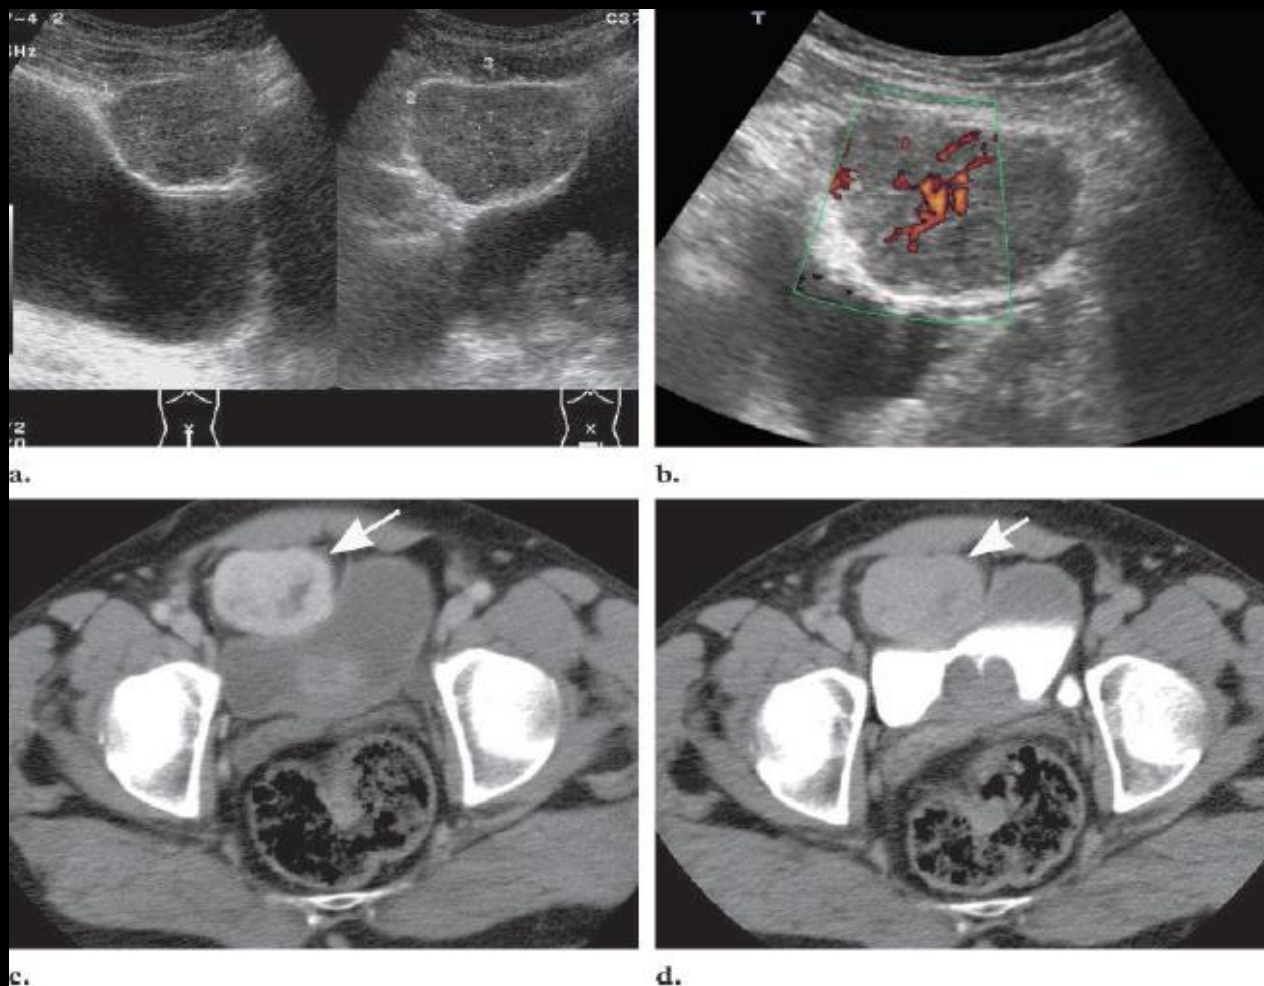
Solitary fibrous tumor of the peritoneum arising from a peritoneal reflection that forms the pre-vesical space in a 61-year-old man who complained of difficulty with urination. (a) Longitudinal and transverse sonograms show a well-defined mass with homogeneous medium echotexture anterior to the bladder. (b) Doppler sonogram shows central vascularity within the mass. (c, d) Contrast-enhanced CT scans show marked enhancement within the mass during the early portal venous phase of contrast enhancement (arrow in c) mixed with areas of nonenhancement. There is loss of contrast enhancement during the delayed phase of enhancement (arrow in d). Prostatic enlargement is shown along the posterior aspect of the bladder. (Case courtesy of Jordi Puig, MD, UDIAT-CD, Corporació Parc Taulí, Sabadell, Spain.)
